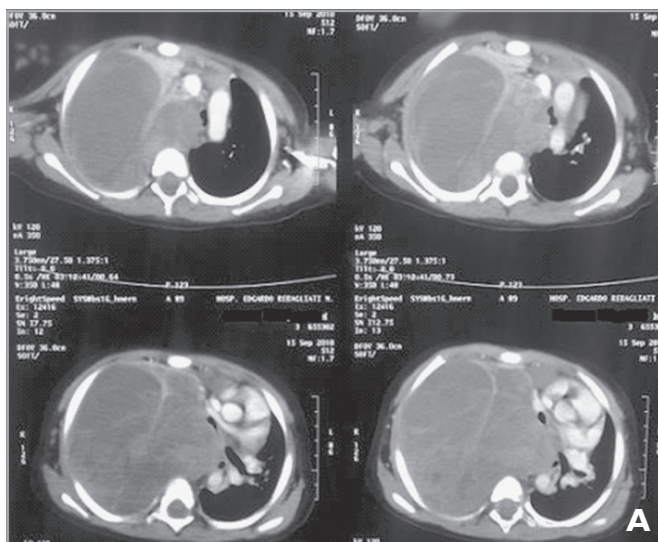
Tomografía torácica de reingreso. Corte axial (A) y coronal (B) en ventana mediastinal que muestra recurrencia de masa tumoral gigante de aspecto mixto predominantemente quístico que compromete todo el hemitórax derecho infiltrando pleura parietal y mediastínica; compresión severa de mediastino desplazando silueta cardiovascular y bronquios principales. Compresión de hemidiafragma derecho que compromete órganos abdominales.
